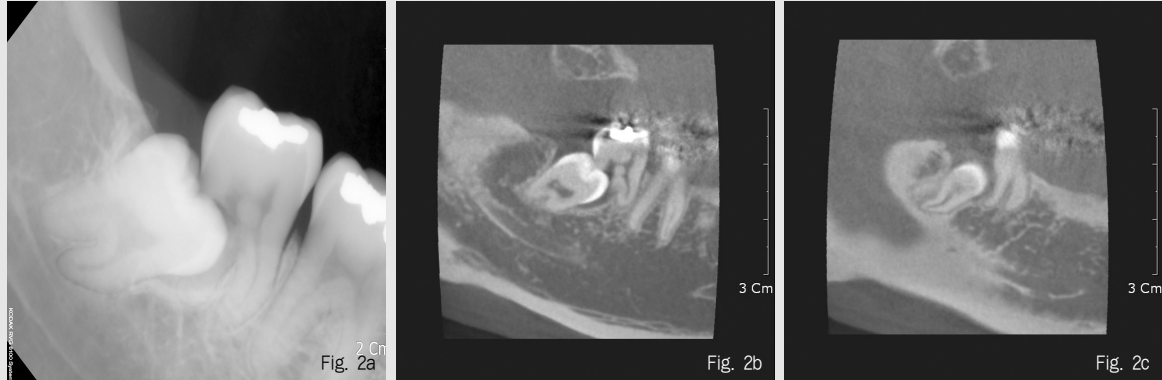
매복 견치의 파노라마방사선영상(a, 부분확대영상)과 CBCT영상(b-panoramic section, c-axial section)
